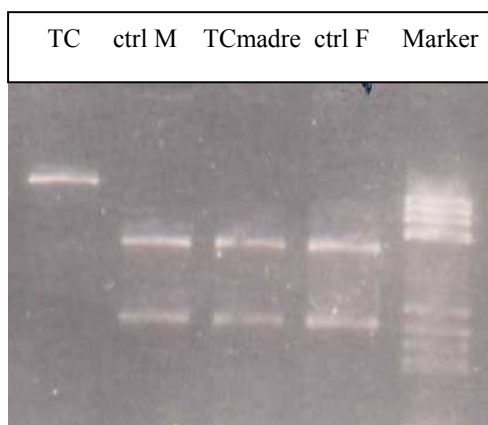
corsa elettroforetica degli amplificati dell'esone IX del soggetto TC, della madre, e di due soggetti di controllo maschio e femmina (ctrl M, ctrl F) digeriti con *TaqI*.
